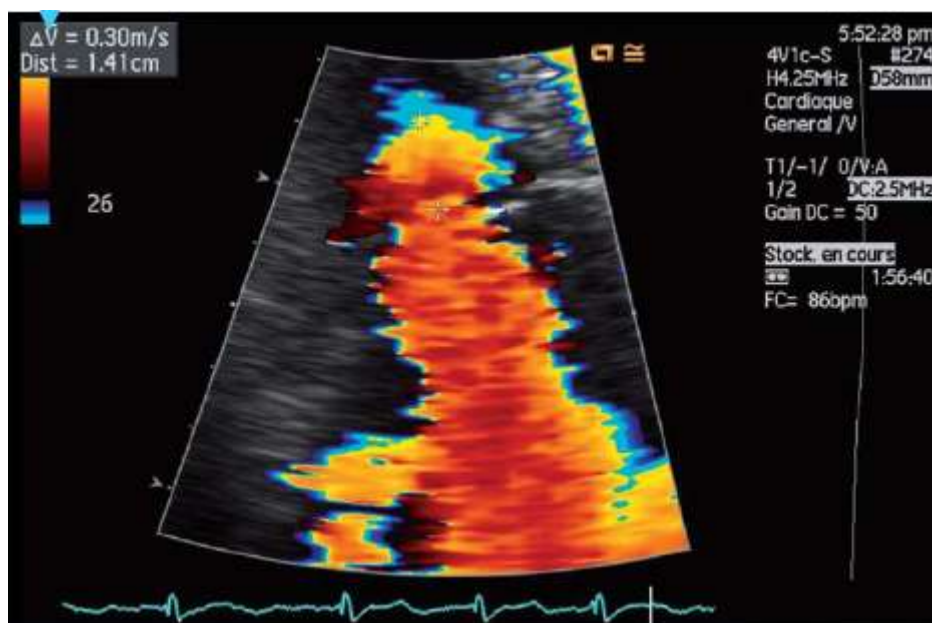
Mesure du rayon de la zone de convergence (PISA) en doppler couleur²⁶.
